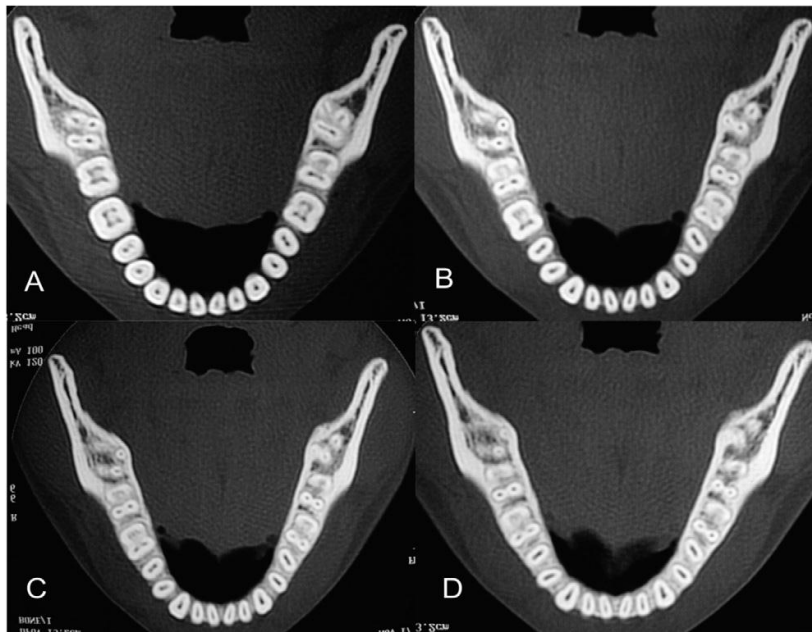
Tomografía computarizada mostrando (A) tercio coronal del tercer molar inferior, (B) tercio medio del tercer molar inferior, (C) tercio apical del tercer molar inferior, (D) Ápice radicular.¹⁵
